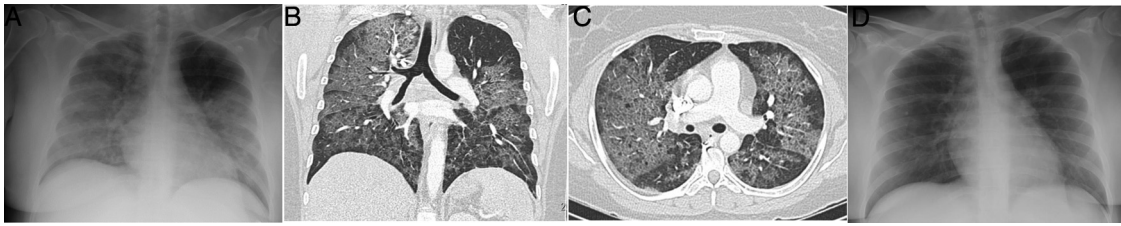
Mujer de 34 años, politoxicómana, que acude durante la pandemia por fiebre, disnea e hipoxemia, con elevación de dímero D. La radiografía de tórax portátil (A) mostró consolidación extensa bilateral. Se realizó angio-TC pulmonar (reconstrucción coronal en B, e imagen axial en C) que mostró un patrón en empedrado difuso, de predominio central sin derrame pleural. Ante la sospecha de edema pulmonar no cardiogénico por drogas, la paciente fue tratada con corticoides, con rápida resolución completa del cuadro clínico y radiológico a las 24 horas (D), lo que es característico de la enfermedad. La paciente había presentado un cuadro clínico similar 1 mes antes con idéntica evolución.
